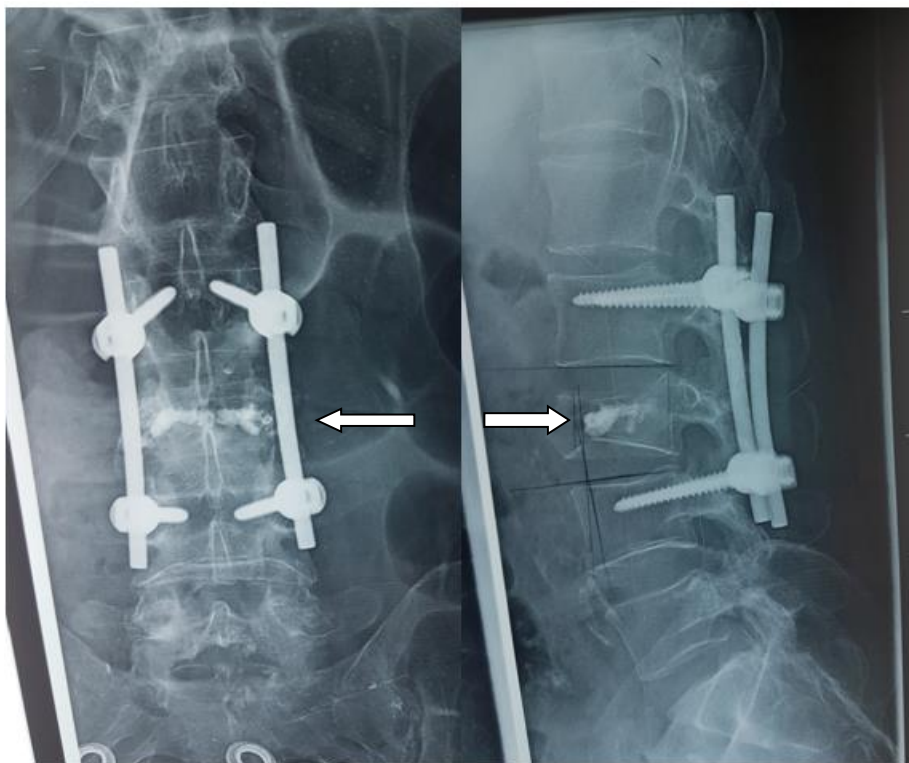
radiographie du rachis dorsolombaire (face +profil) après vertébroplastie de L3 avec ostéosynthèse de L2 et L4
